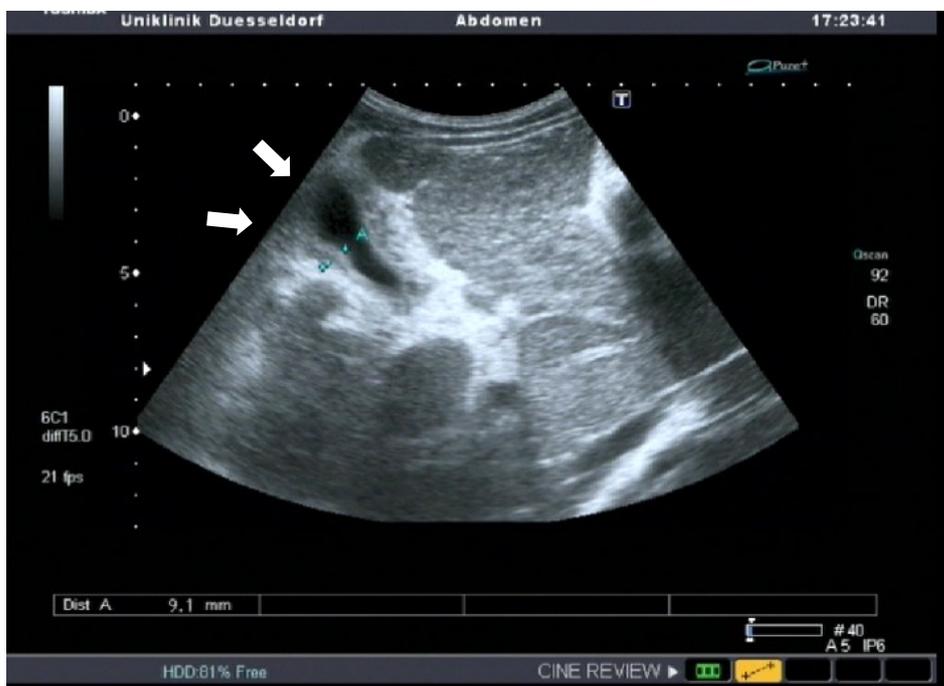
Hepato-intestinale Bilharziose, 19-jähriger Patient afrikanischer Herkunft, der mit lebensbedrohlichen Ösophagusvarizen-Blutungen in der Vergangenheit vorgestellt wird. Sonographisch WHO Pattern F mit Fibrosierungssträngen durch die gesamte Leber. Hier im Bereich des Gallenblasen-Bettes.
